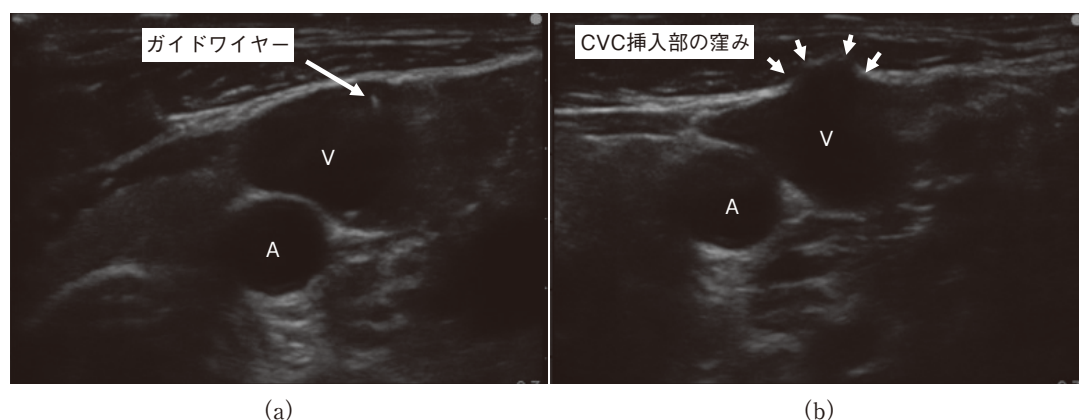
ガイドワイヤーと CVC の超音波画像による描出の相違
